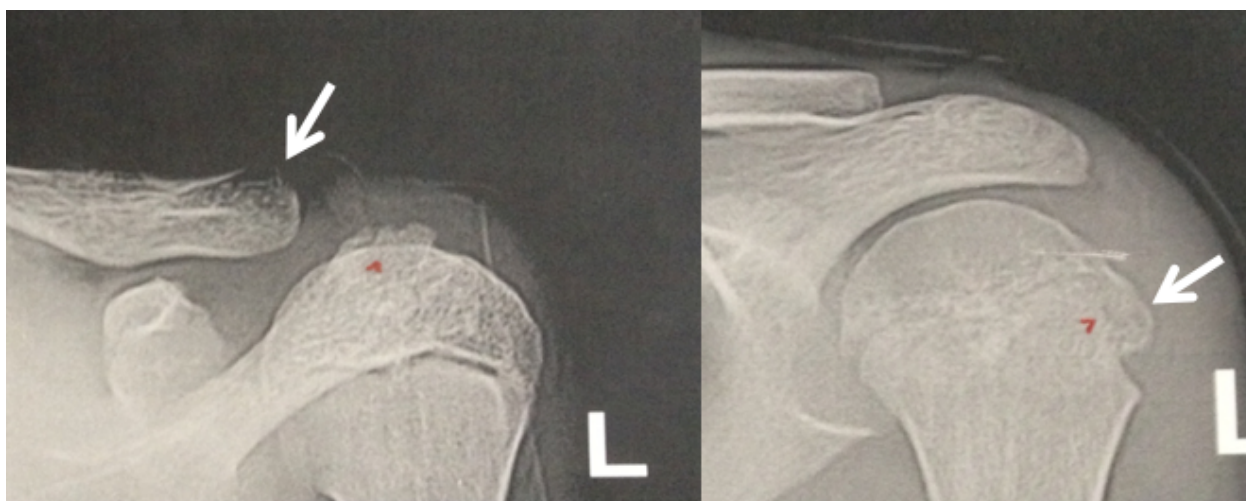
Radiografías de hombro izquierdo que muestran excrescencias óseas hacia parte posteroexterna de la clavícula y en la región externa de la cabeza humeral.
